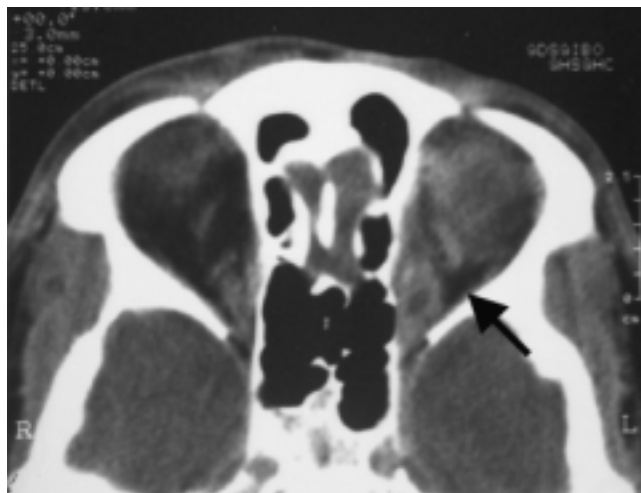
Corte axial de tomografía helicoidal que muestra un aumento difuso en la densidad de la grasa retroorbitaria (flecha).
